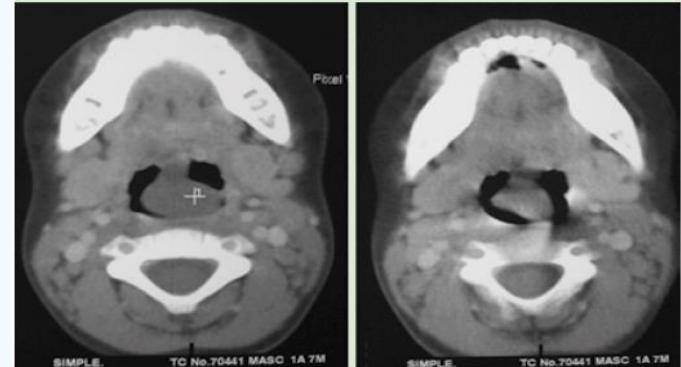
Tomografía en corte axial simple que muestra lesión redondeada en el área orofaríngea.
